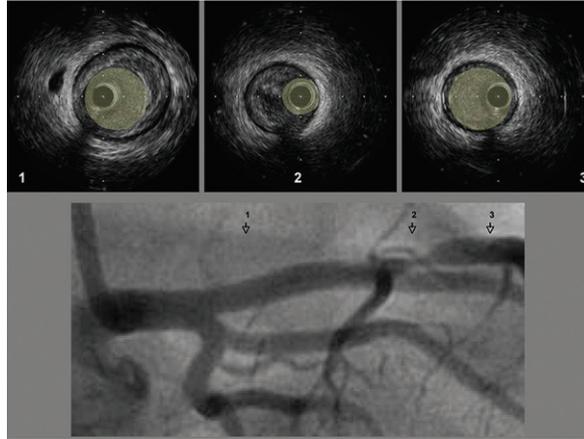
L'échographie endocoronaire révèle des lésions non décelées par la coronarographie.
